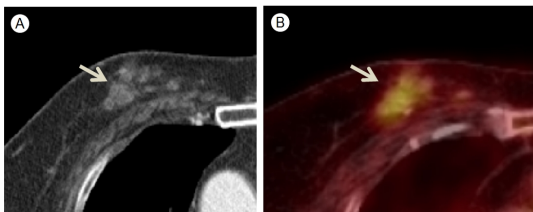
(A) Contrast-enhanced computed tomography showed multifocal enhanced lesions in the left breast inner portion. (B) F-18 FDG PET-CT shows multifocal hypermetabolic lesions (maximal SUV of 2.7) in the upper inner portion of right breast.
